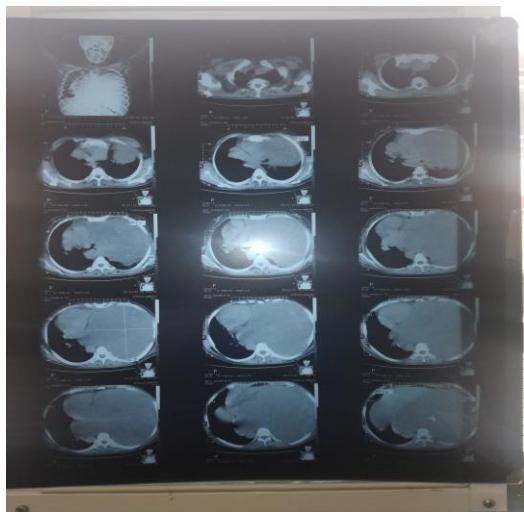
La tomografía axial computarizada muestra una gran masa sólida irregular en hemitórax izquierdo
